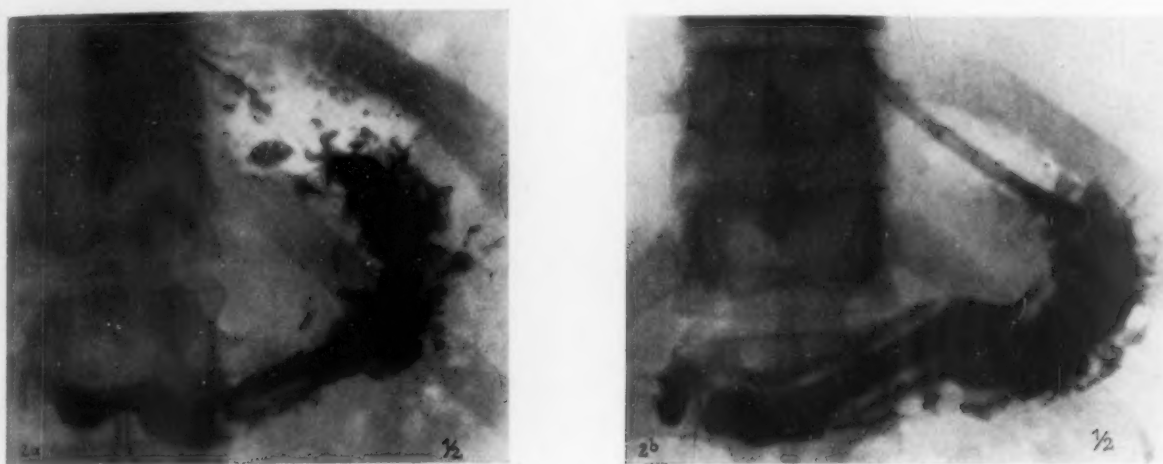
(Fall 2). Klinisch schleimige Gastritis. Röntgen: Kein Nüchternsekret, jedoch viel Schleim mit Duodenalsonde herausgebracht.
